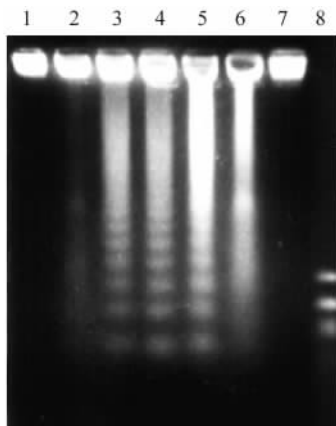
AdPTEN 感染诱导群司珠单抗作用下 BT474 细胞凋亡的 DNA 片段化分析
